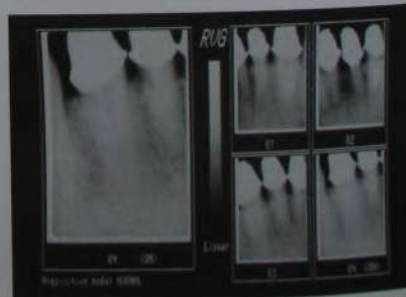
3В. Пациентам и стоматологам нравится, что компьютерная рентгенография позволяет сразу получать снимки, а лучевая нагрузка при этом ниже.
